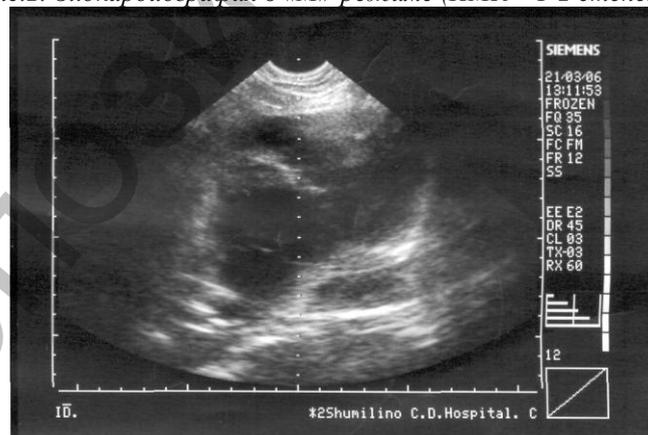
Эхокардиография в «В»-режиме (ПМК – 1-2 степени)
